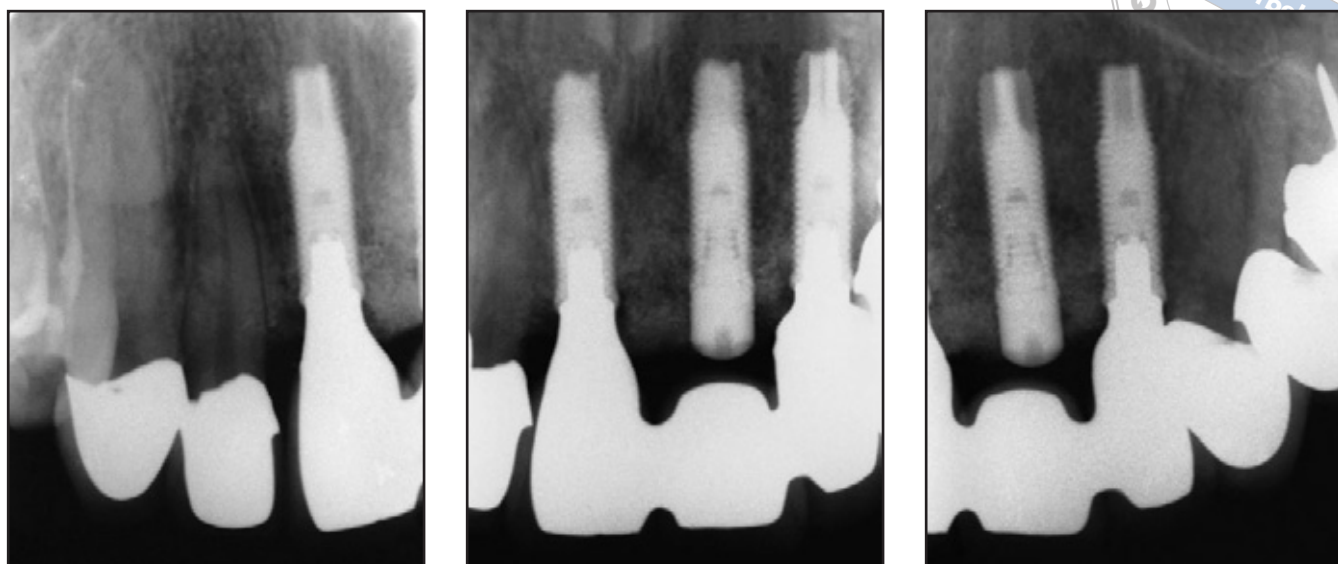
Periapikales Röntgenbild nach 2-jähriger Funktion der Implantate: Die regenerierte Gewebeshöhe blieb erhalten, da statt der drei benachbarten Implantate ein strategisch platzierter Pontic verwendet worden war. Platform-Switching wirkt sich positiv auf den Knochenhalt um die Implantate in Funktion aus.
